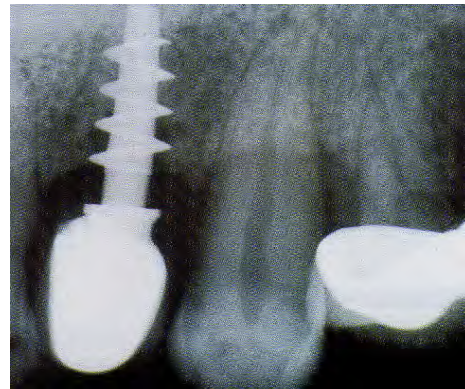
Radiografia e një implanti të Chercheve
